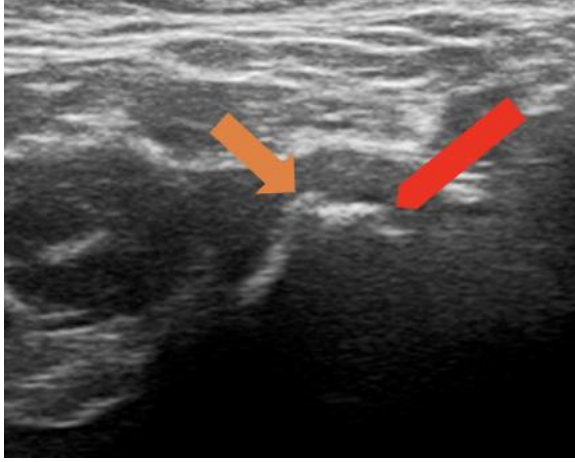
TME'ye ait USG görüntüsü, kırmızı ok: eklem aralığına ait hipoekojen alan; turuncu ok: mandibular kondile ait hiperekojen bant
